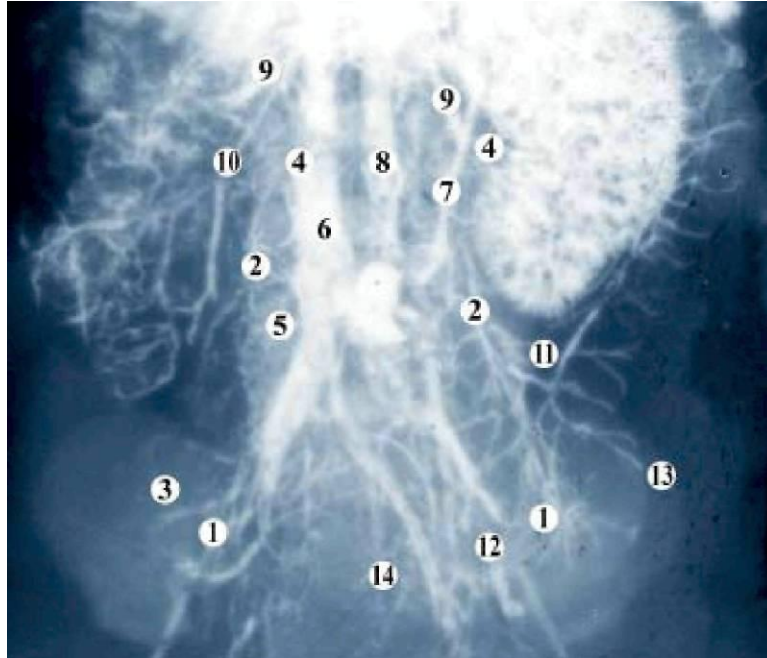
Рентгеновазограма живота і таза плода людини 235,0 мм ТЦЦ. Венозні судини заповнені сумішшю на основі свинцевого сурику. 36. x4:
